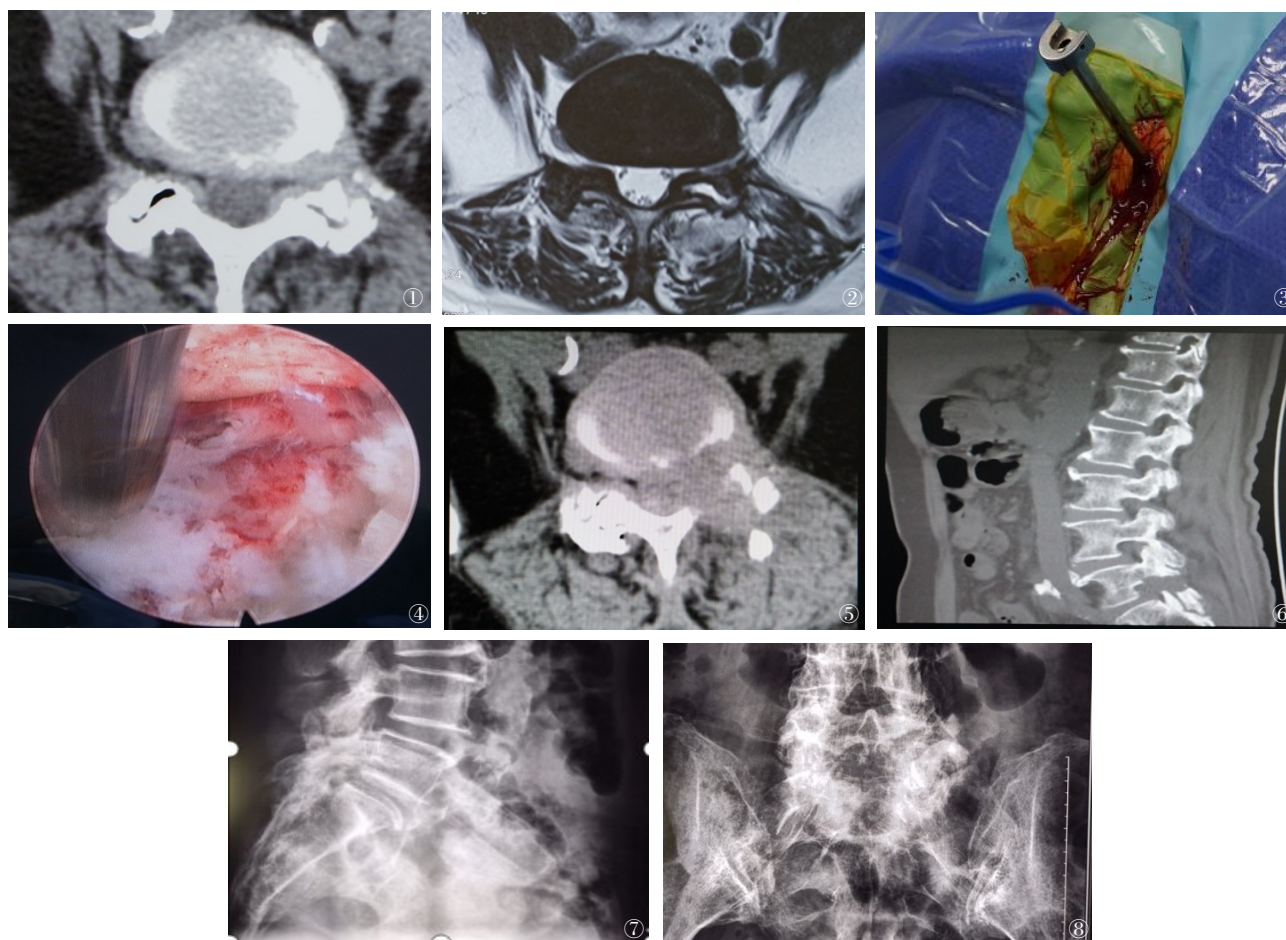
~8 女性,77岁,腰椎间盘突出症(L₅/S₁)。图1~2 术前CT及MR提示腰椎间盘突出症(L₅/S₁,极外侧,左);图3 术中建立微创通道;图4 术中镜下摘取髓核;图5~6 术后CT;图7~8 术后2个月随访X片
